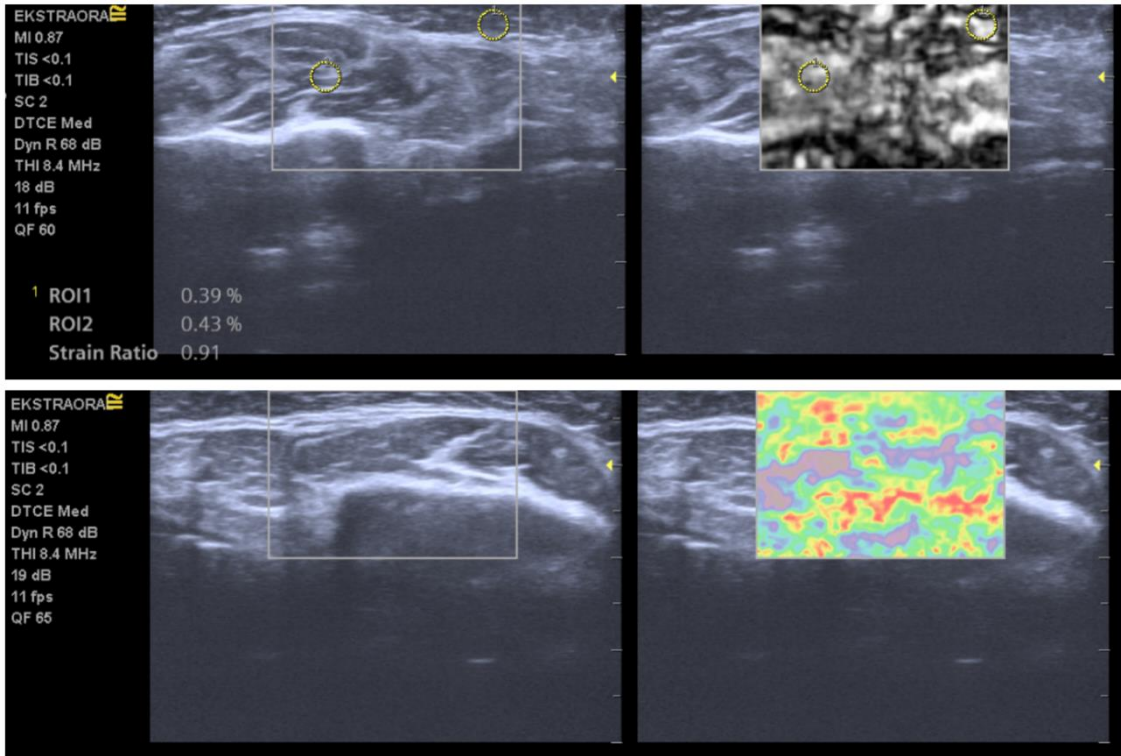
Eklem aralığı elastografisi sayısal veriler(üst) ve renkli harita(alt)
